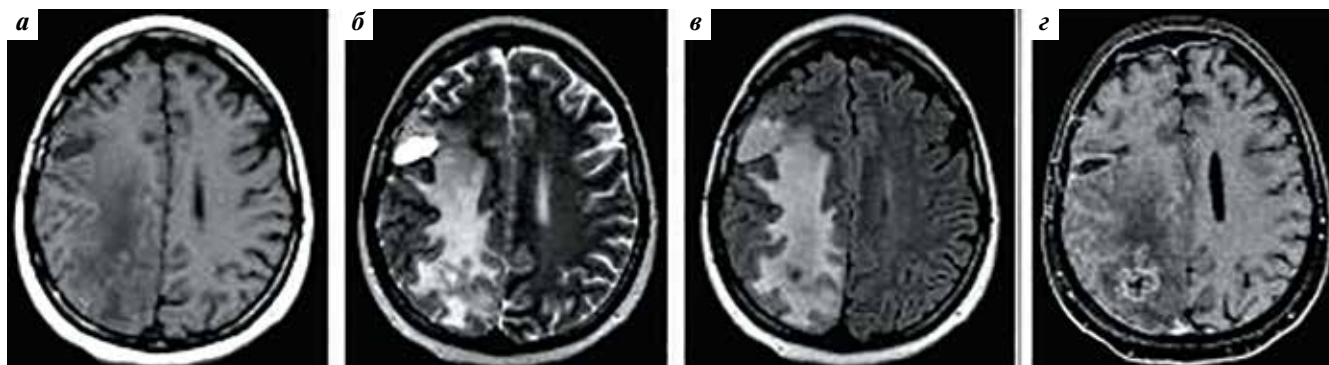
Магнитно-резонансная томография головного мозга пациентки Б. от 27.05.2015 в режимах T1-взвешенных изображений (ВИ) (а), T2-ВИ (б), FLAIR (в) и T1-ВИ после внутривенного контрастирования (г). Заполненная ликвором послеоперационная полость в правой лобно-теменной области. Образования неоднородной структуры с неровными и нечеткими контурами, окруженные выраженным отеком, в правой теменной доле
